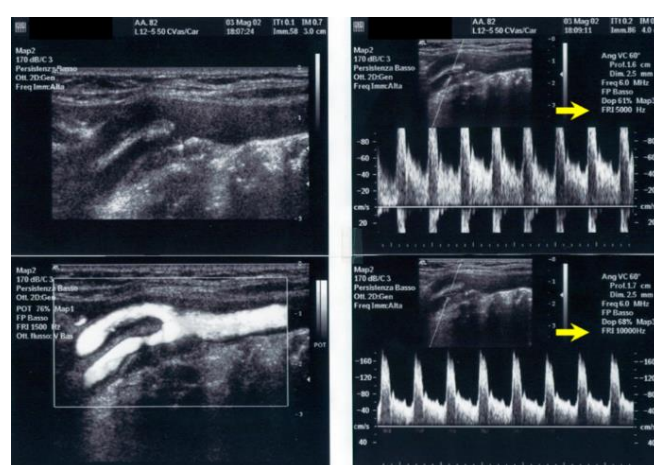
biforcazione dell’arteria carotide comune (CCA), a sinistra le informazioni morfologiche in B-mode 2D e con color power Doppler B/N; a destra rappresentazione del segnale Doppler ad analisi spettrale sul restringimento dell’arteria carotide interna (ICA) ed elaborazione del segnale con modifica della PRF.
